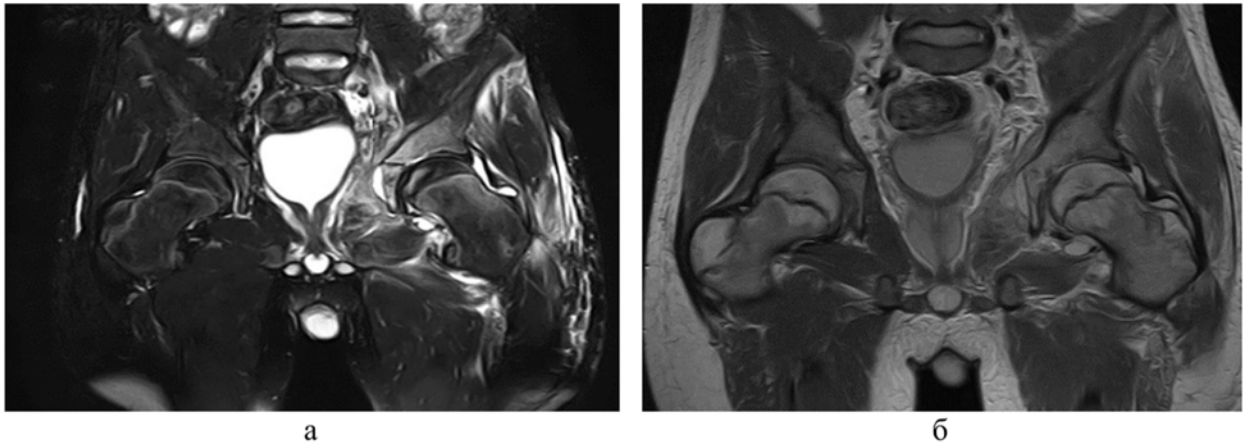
МР-томограммы пациента М., 15 лет с ОГО костей тазобедренного сустава, флегмона мягких тканей параартикулярной области с выпотом в суставе: а – PD-FS, COR гиперинтенсивный сигнал, наличие выпота в суставе; б – T2-STIR, COR-гипоинтенсивный сигнал от подвздошной, лонной и бедренной костей
